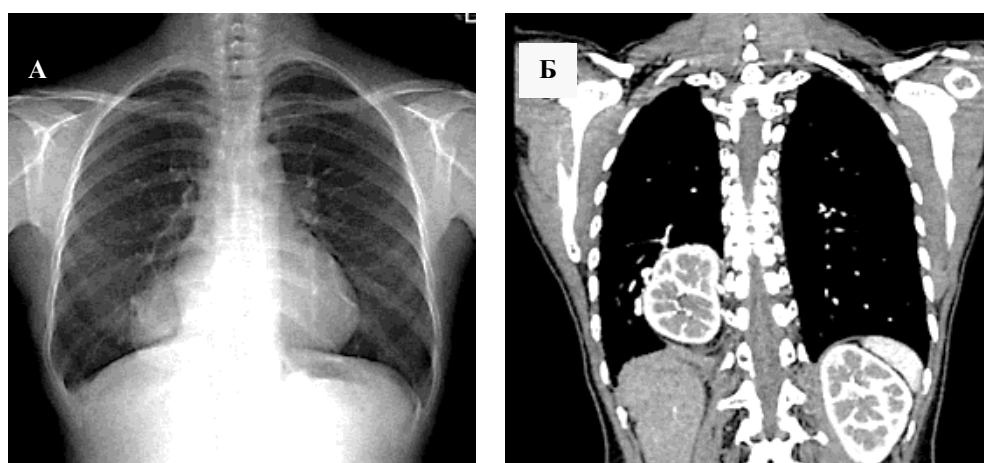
На рентгенограмме грудной клетки пациента 18 лет видно округлое, хорошо очерченное образование 9×5 см в нижней части грудной клетки справа (А). Компьютерная томография грудной клетки показывает эктопированную почку и надпочечник в заднемедиальном отделе грудной клетки справа с вероятной сосудистой мальформацией в правой нижней доле, правая часть диафрагмы интактна (Б). Заключение: торакальная дистопия правой почки (JhunB. W., LeeK. J., 2013)
